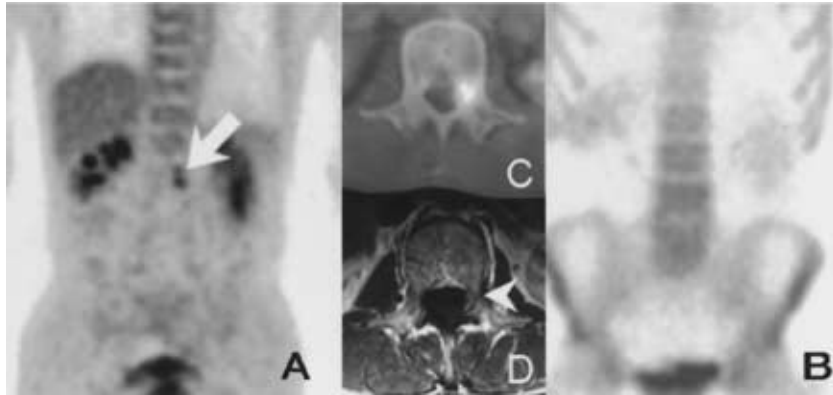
Case 3, 55 yo male. The false positive ¹⁸F-DG-PET findings (arrow X A, C) revealed the extradural metastasis which was correctly a true negative on ^{99m}Tc bone scintigraphy finding (B) The MRI finding revealed extradural metastasis (arrow head) near the same lumbar vertebra (D)
